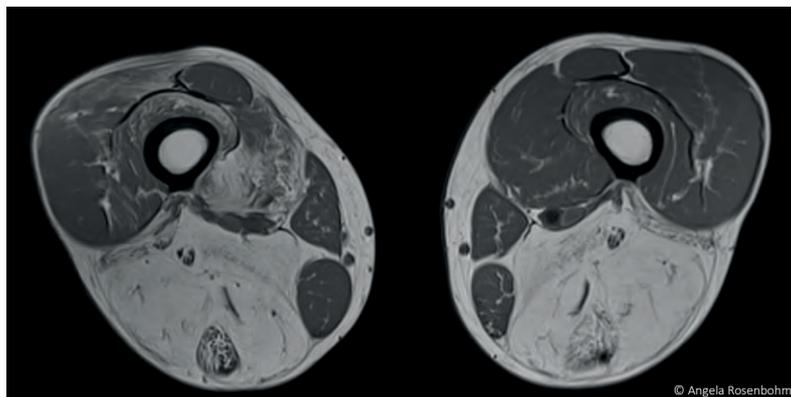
Muskel-MRT des Oberschenkels mit fettiger Degeneration der hinteren Loge
